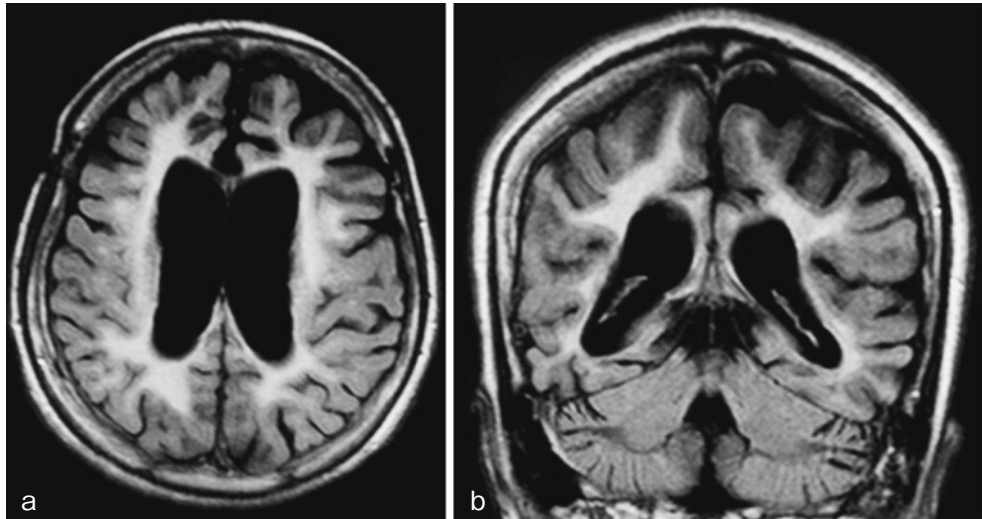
MRI flair images of a case with HDLS a: coronal plane, b: frontal plane.
